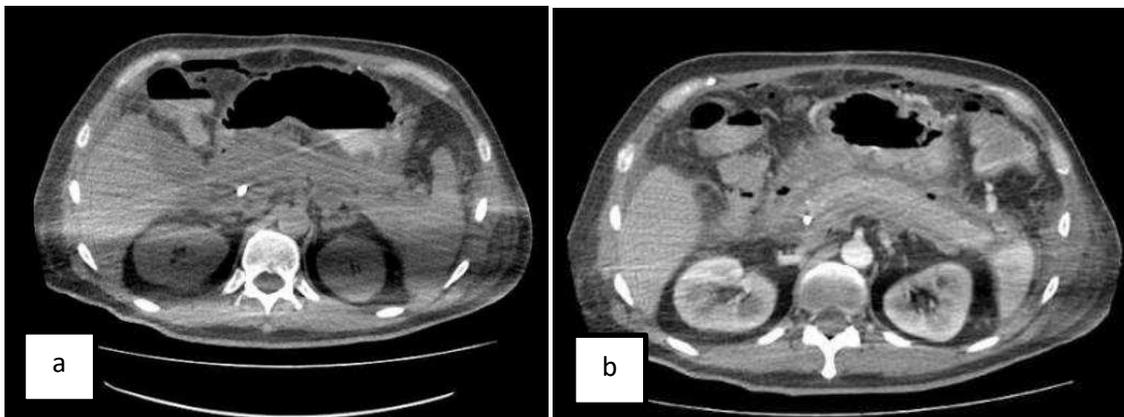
Figura #10: Estudio de tomografía computada de abdomen, corte axial. Se evidencia páncreas aumentado de tamaño, con hiperdensidades peripancreáticas en región del cuerpo y cabeza. Presencia de gas dentro de la silueta pancreática.
